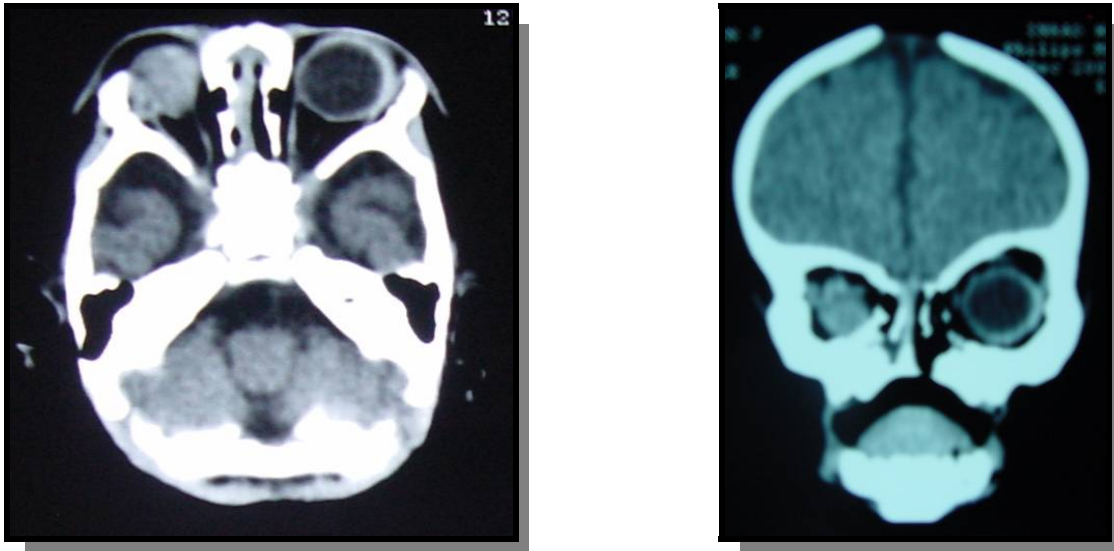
TC de órbita, revelando globo ocular com dimensões reduzida.
